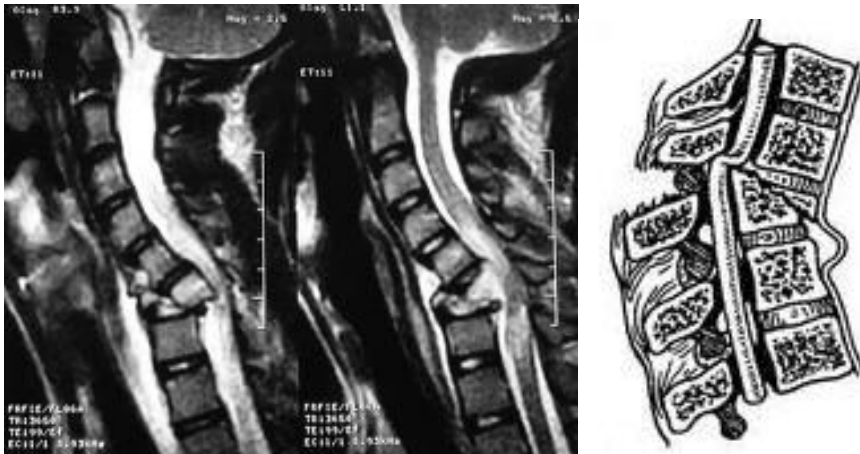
МРТ дослідження хребта
